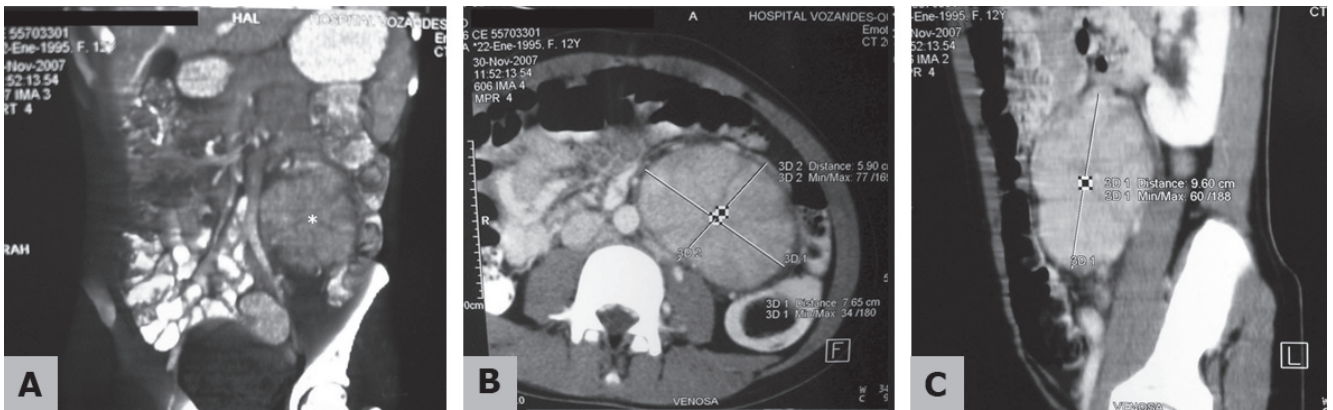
Imágenes de tomografía simple y contrastada de abdomen y pelvis. A. Corte coronal, B. Corte transversal y C. Corte sagital.
